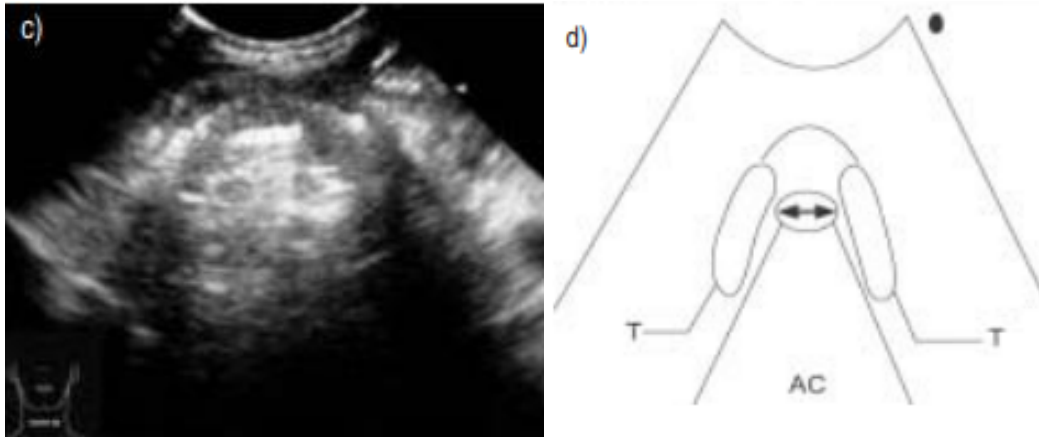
Se observa en la imagen de ultrasonido la columna de aire en el centro cuando el globo de cánula endotraqueal se encuentra desinsuflado. Una banda trapezoidal en el centro con una columna de aire hiperecoica. Aritenoides y parte de cuerdas vocales se encuentran enmascaradas por sombra acústica. T tiroides, VC cuerdas vocales, AC columna de aire. Tomado de Ding et al
